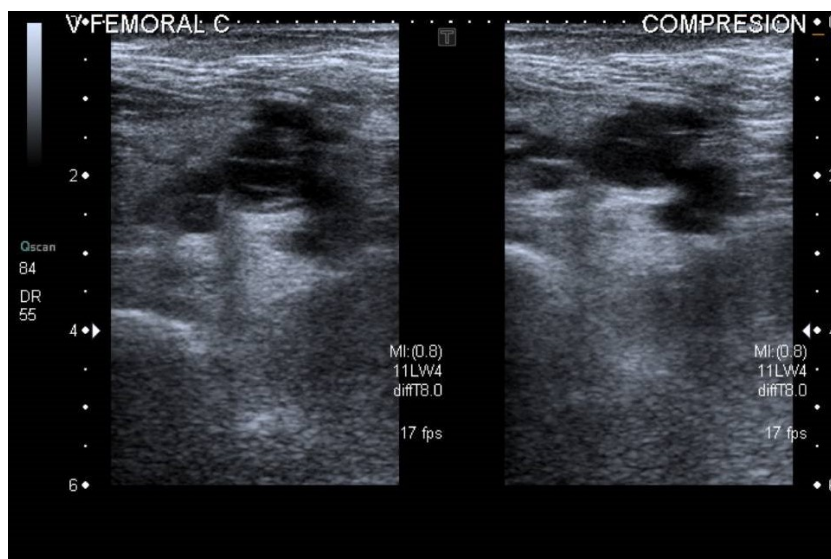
Ecografía de compresión vascular de vena femoral común
